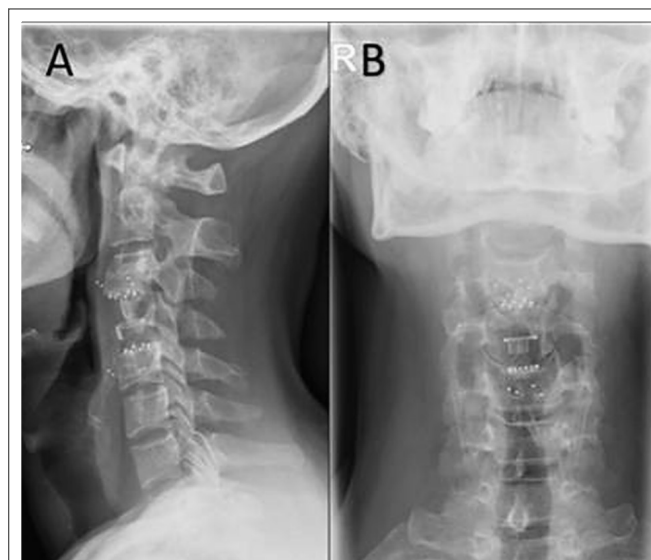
Postoperatives Röntgen zur Lage-/Alignmentkontrolle nach Karboninstrumentierung
